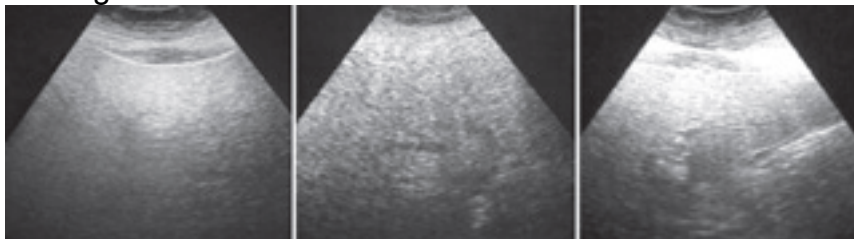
Clasificación de la EHNA según criterios ultrasonográficos (63).
